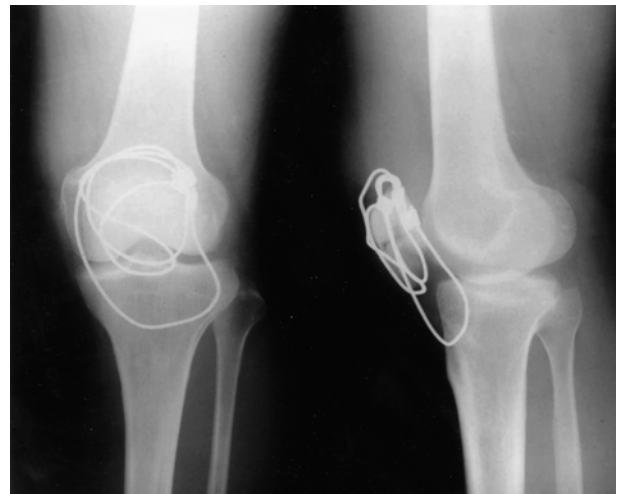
Anteroposterior and lateral plain radiographs showing internal fixation with a circumferential wiring with 2 mm thick Dall-Miles' cable as a primary fixation and a tension band wiring and a load sharing cable as the additional fixation.
